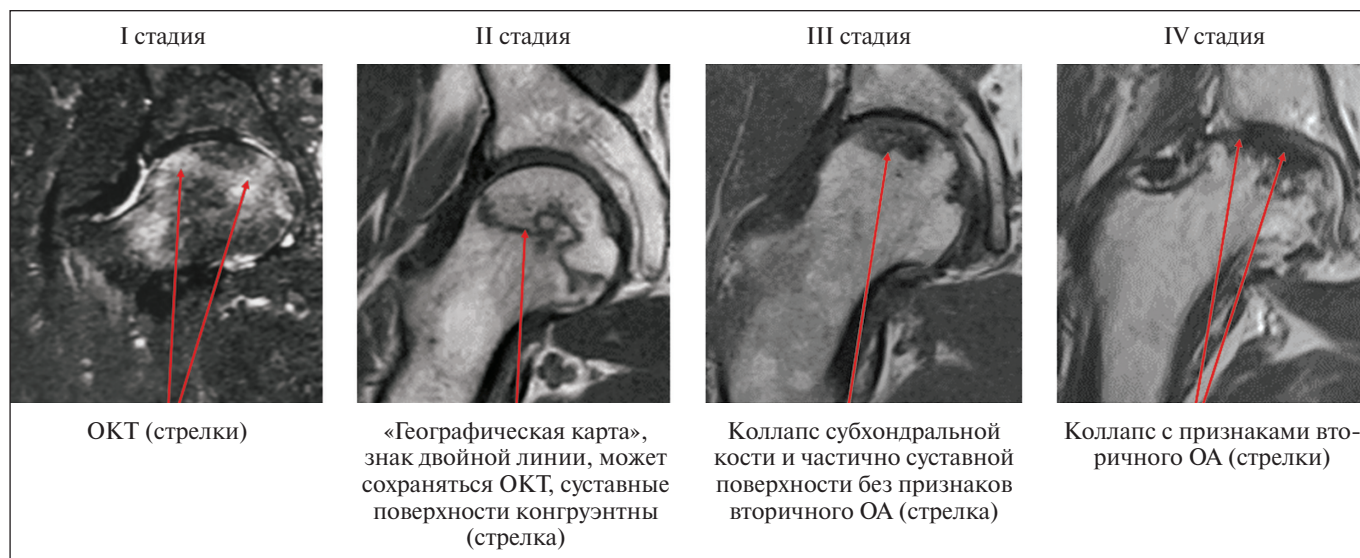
Стадии АОН на МРТ-изображениях
